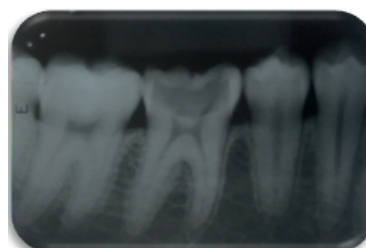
Radiografia Inicial elemento 46
